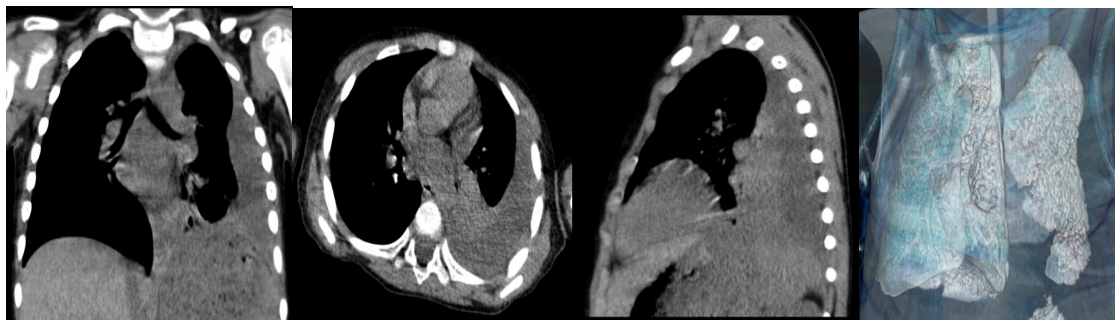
МСКТ. Осумкованные гнойные сращения в плевральной полости.
